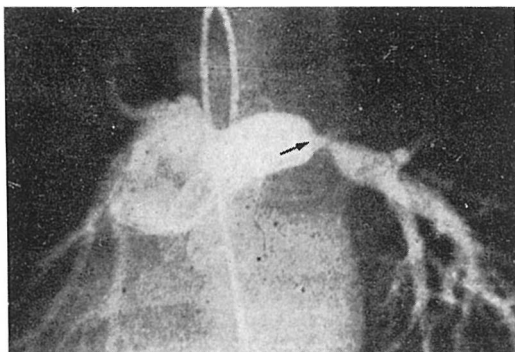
a — TAC tip I v anteroposteriorni projekciji pri otroku z dekstrokardijo. Puščica označuje razcepišče pljučne arterije. TAC = truncus arteriosus komunis, L = leva pljučna arterija, D = desna pljučna arterija
